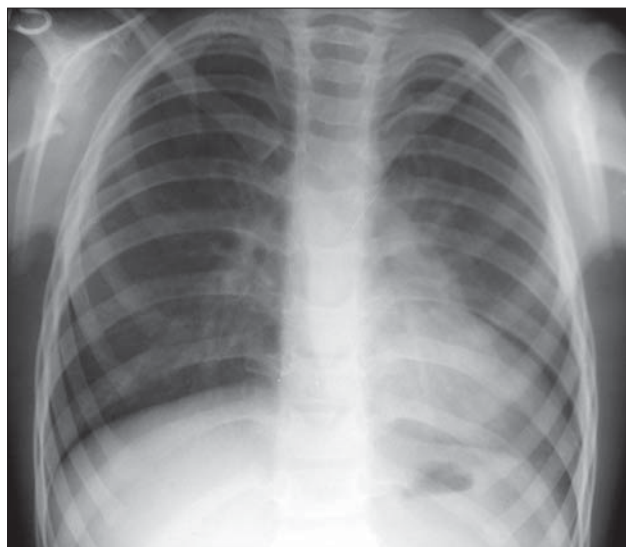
Hipoplazie pulmonară stângă formă medie. Radiografie toracică PA. Hemitoracele stângă cu dimensiuni ușor reduce. Mediastinul deplasat către stânga.
